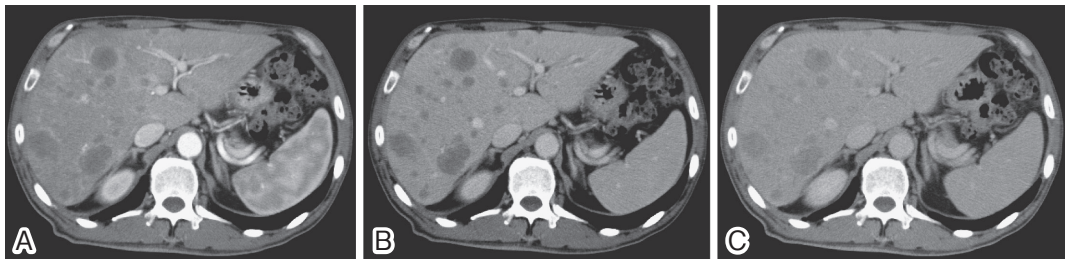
腹部造影 CT 画像 A：動脈相，B：門脈相，C：平衡相。
